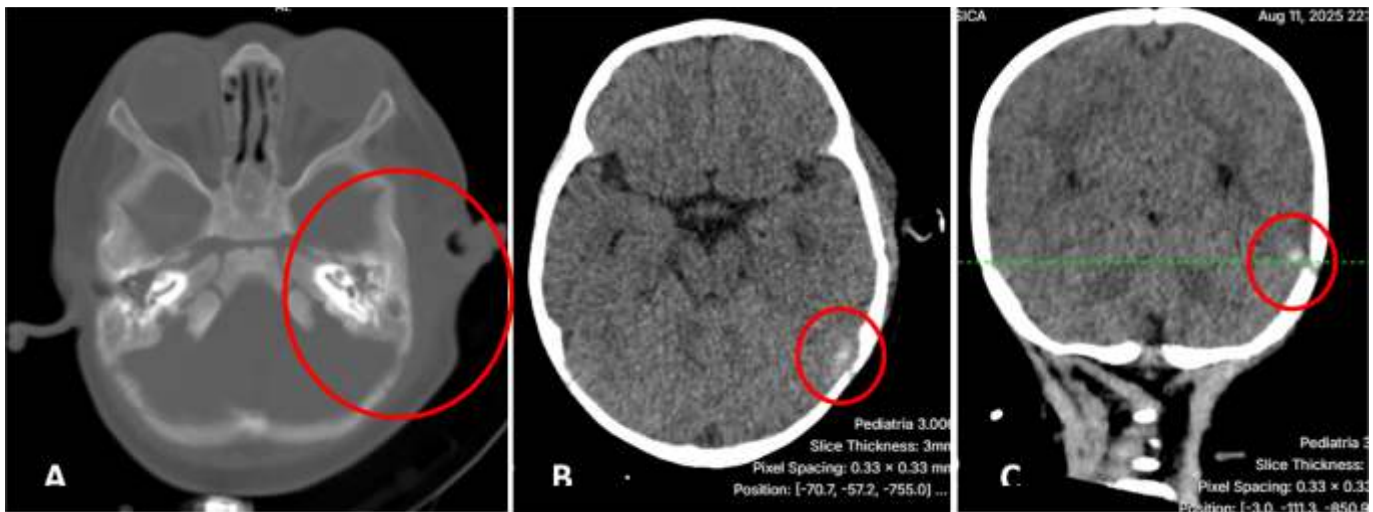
Tomografía axial computarizada de cráneo. (A) Ventana ósea, corte axial. Se evidencia aumento del espesor y densidad de las partes blandas de la región parieto-temporal izquierdas, ocupación del CAE y de oído medio izquierdo. (B) y (C) Ventana partes blandas, corte axial y coronal respectivamente. Impresiona ocupación parcial del seno venoso transversal izquierdo por contenido de alta densidad endoluminal en probable relación a trombosis.
